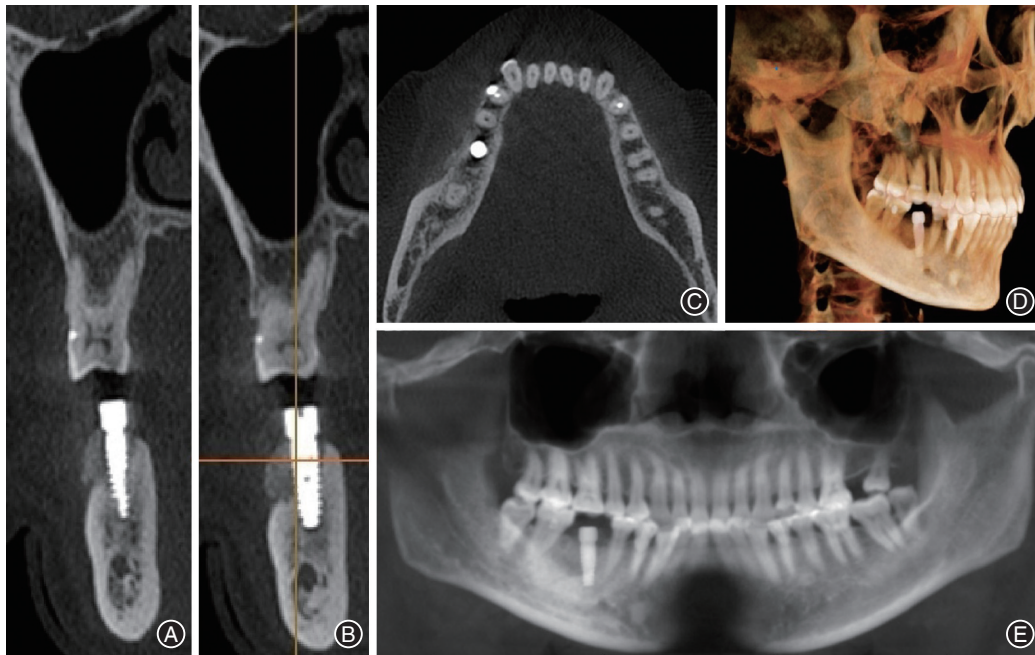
动态导航引导种植体植入术后CBCT影像资料 A~B:矢状面;C:横断面;D:三维重建影像;E:全颌曲面断层片。
